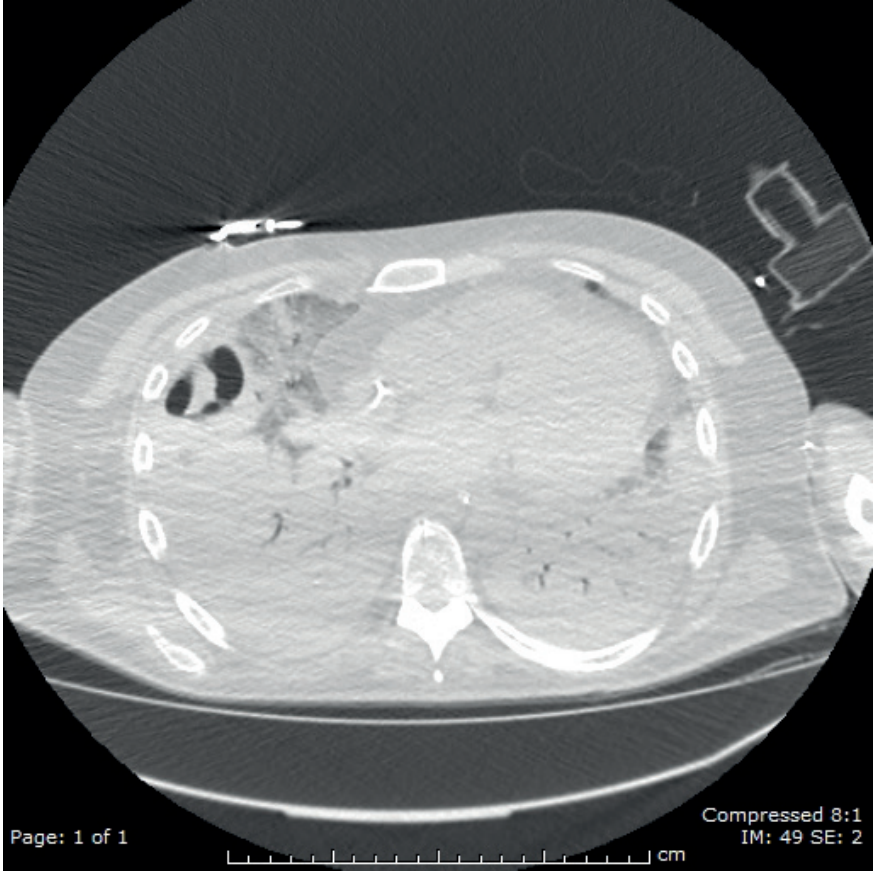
Toraks BT aksiyal planda, her iki akciğerde yaygın buzlu cam opasiteleri ve poseriorlarda belirgin olmak üzere periferik pnömonik konsolidasyonlar.
